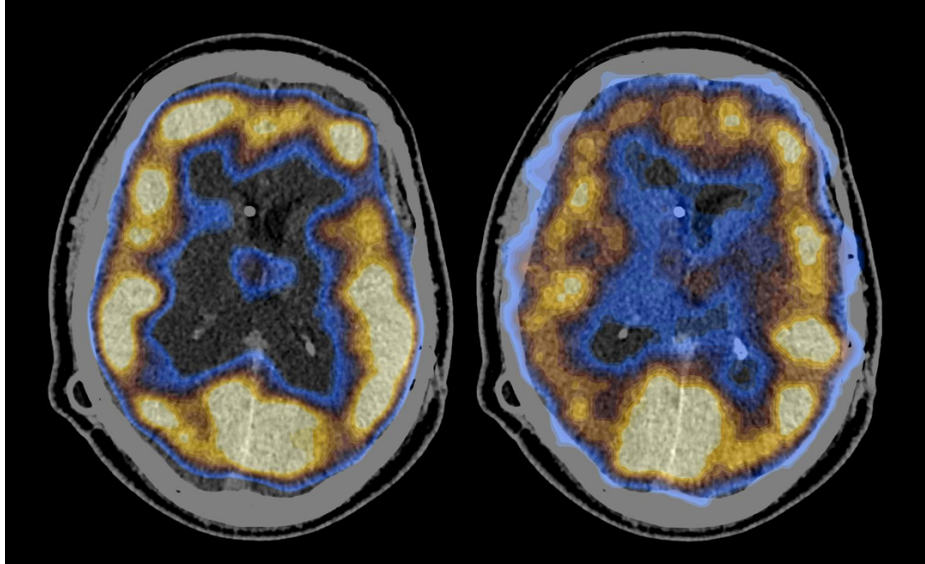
Гибридное ОФЭКТ и КТ головного мозга пациента, перенесшего САК. Отмечается снижение СBF в ответ на проведение пробы с ацетазоламидом. Слева до приема ацетазоламида, справа – после
